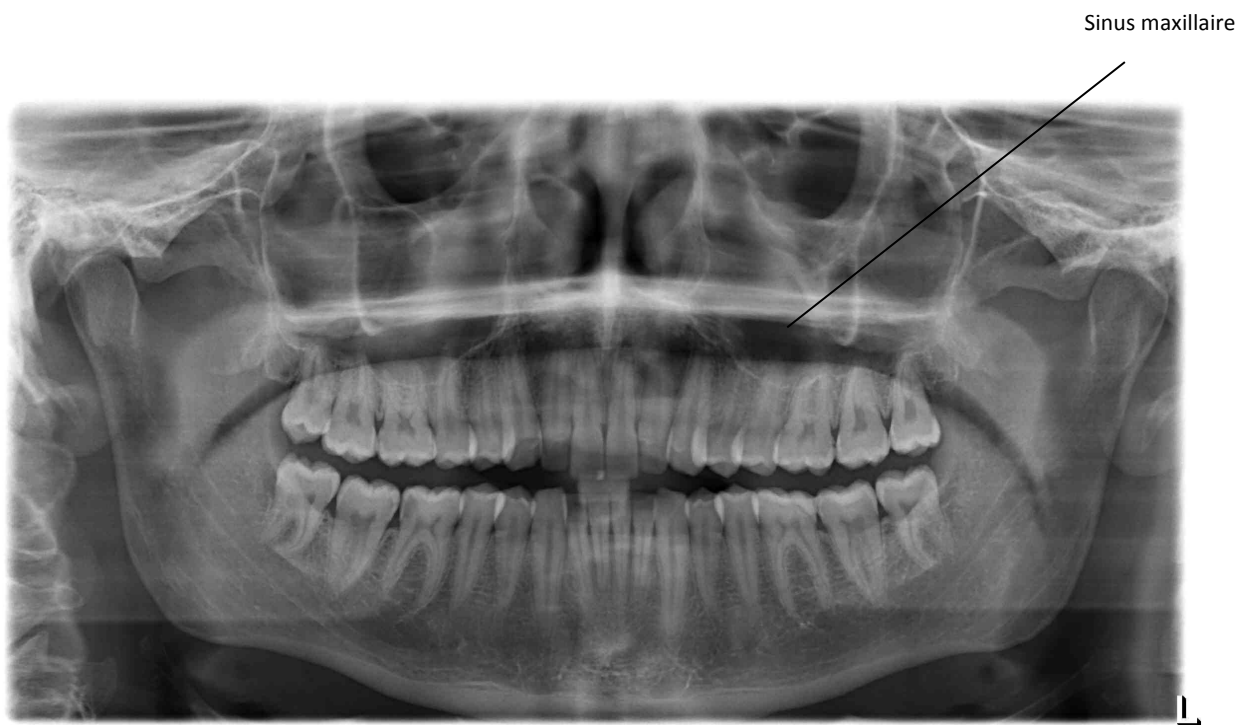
Radiographie panoramique dentaire. Image personnelle.
